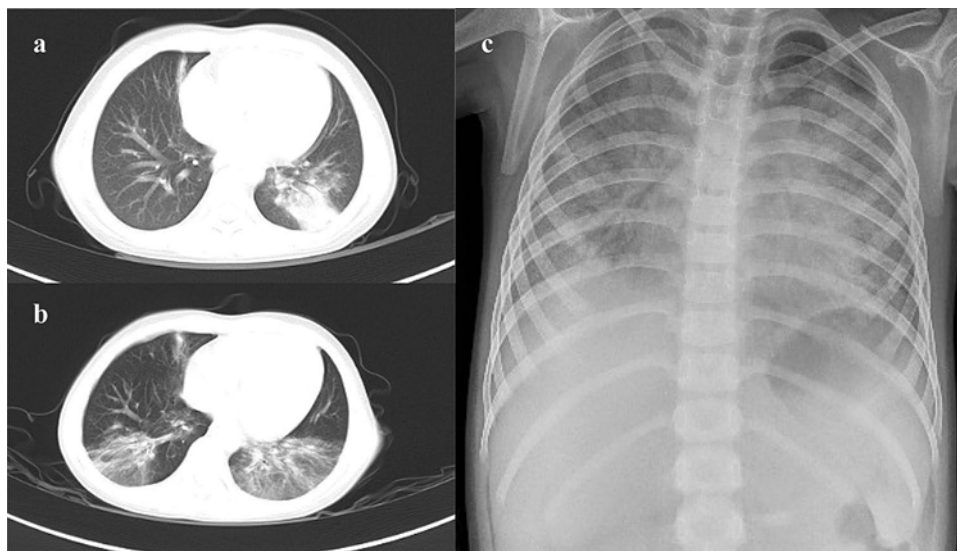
КТ та рентгенографія органів грудної клітки пацієнта №1.
